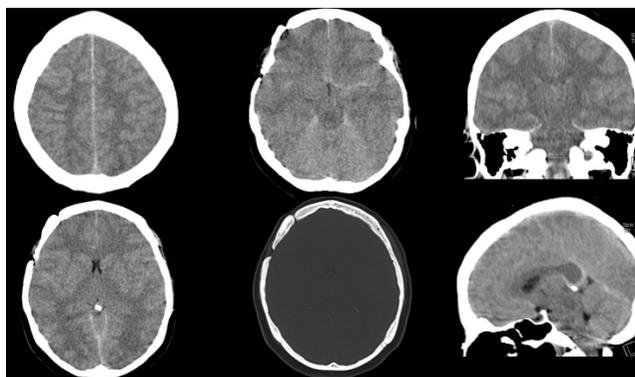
Tomografía axial computarizada de cráneo simple evidenciando edema cerebral difuso y secuelas de neurointervención
